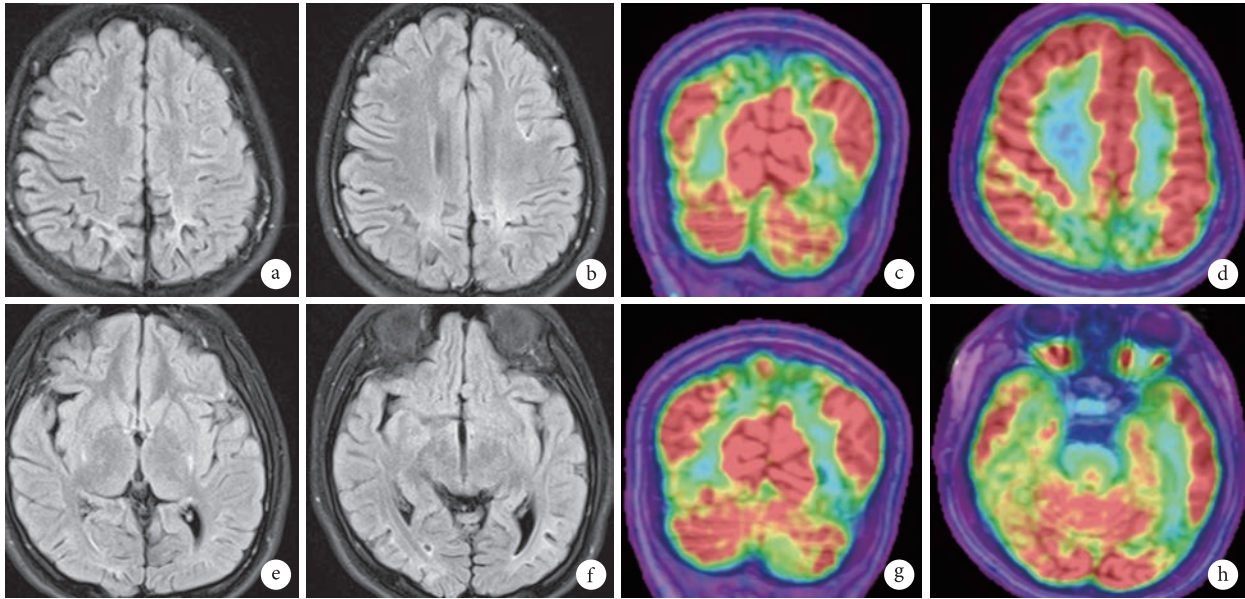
患者影像学检查 MRI 显示双侧枕及颞后异常信号及局部脑萎缩; MRI-PET 融合可见相应部位低代谢
